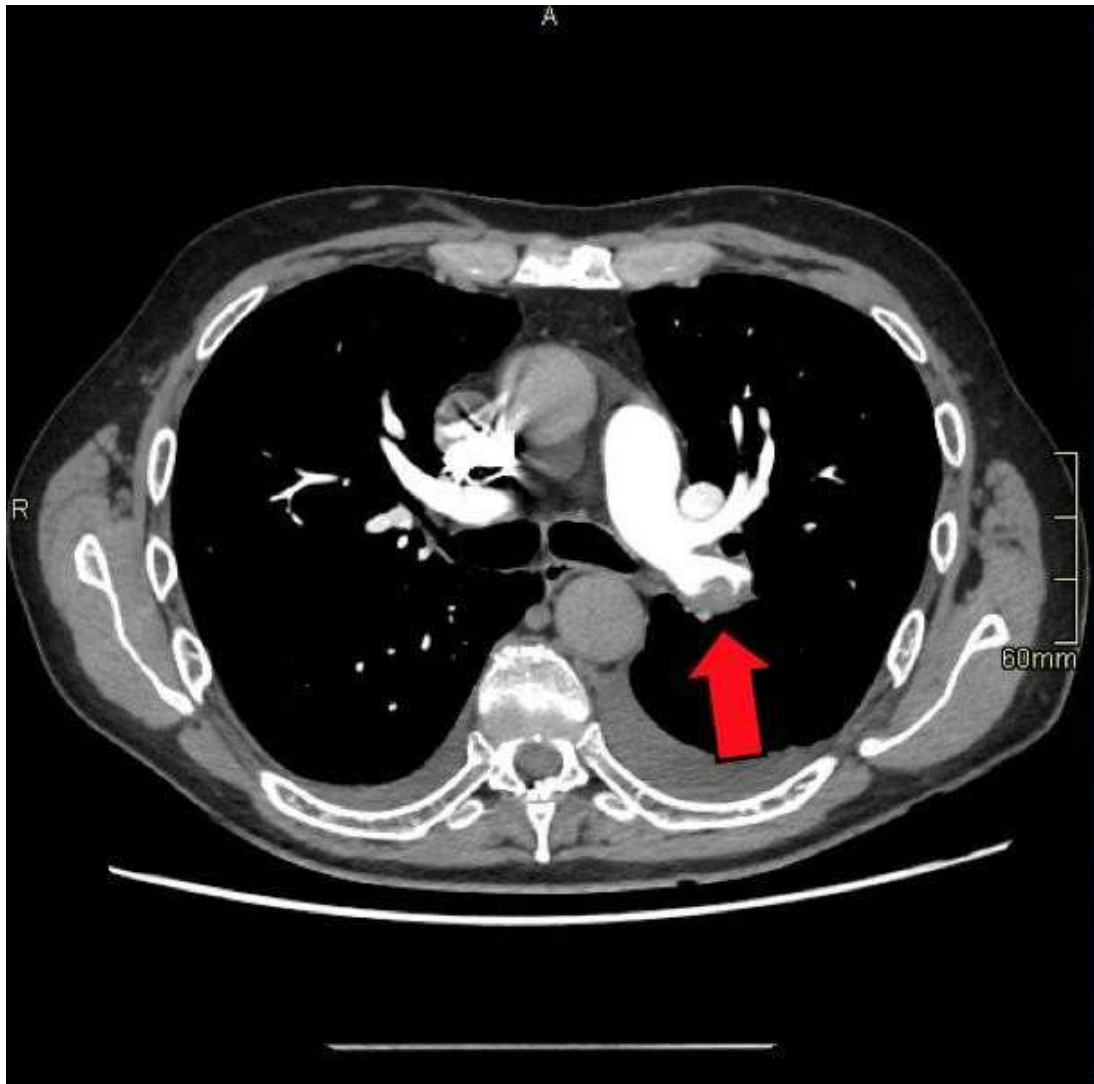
Esempio di un'immagine TC dell'embolia polmonare
